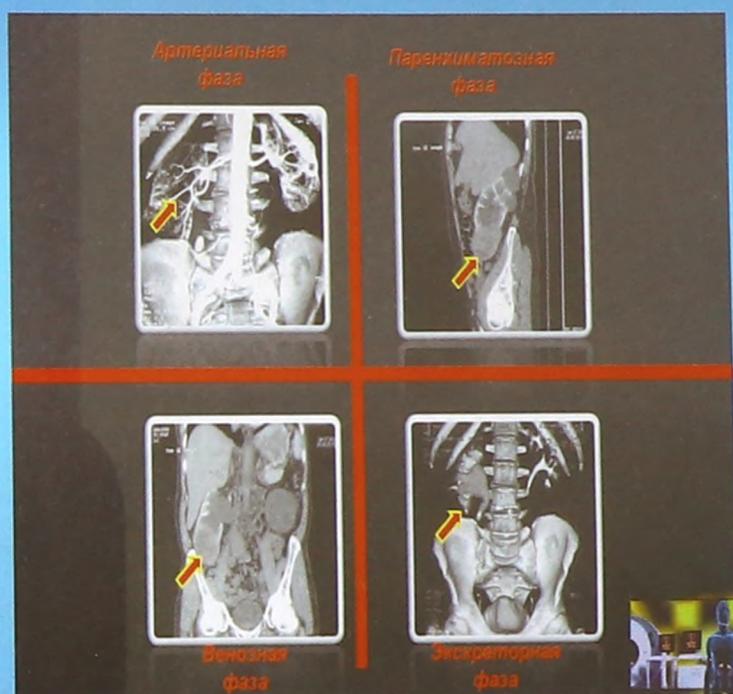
Фазы МСКТ в исследовании почек
